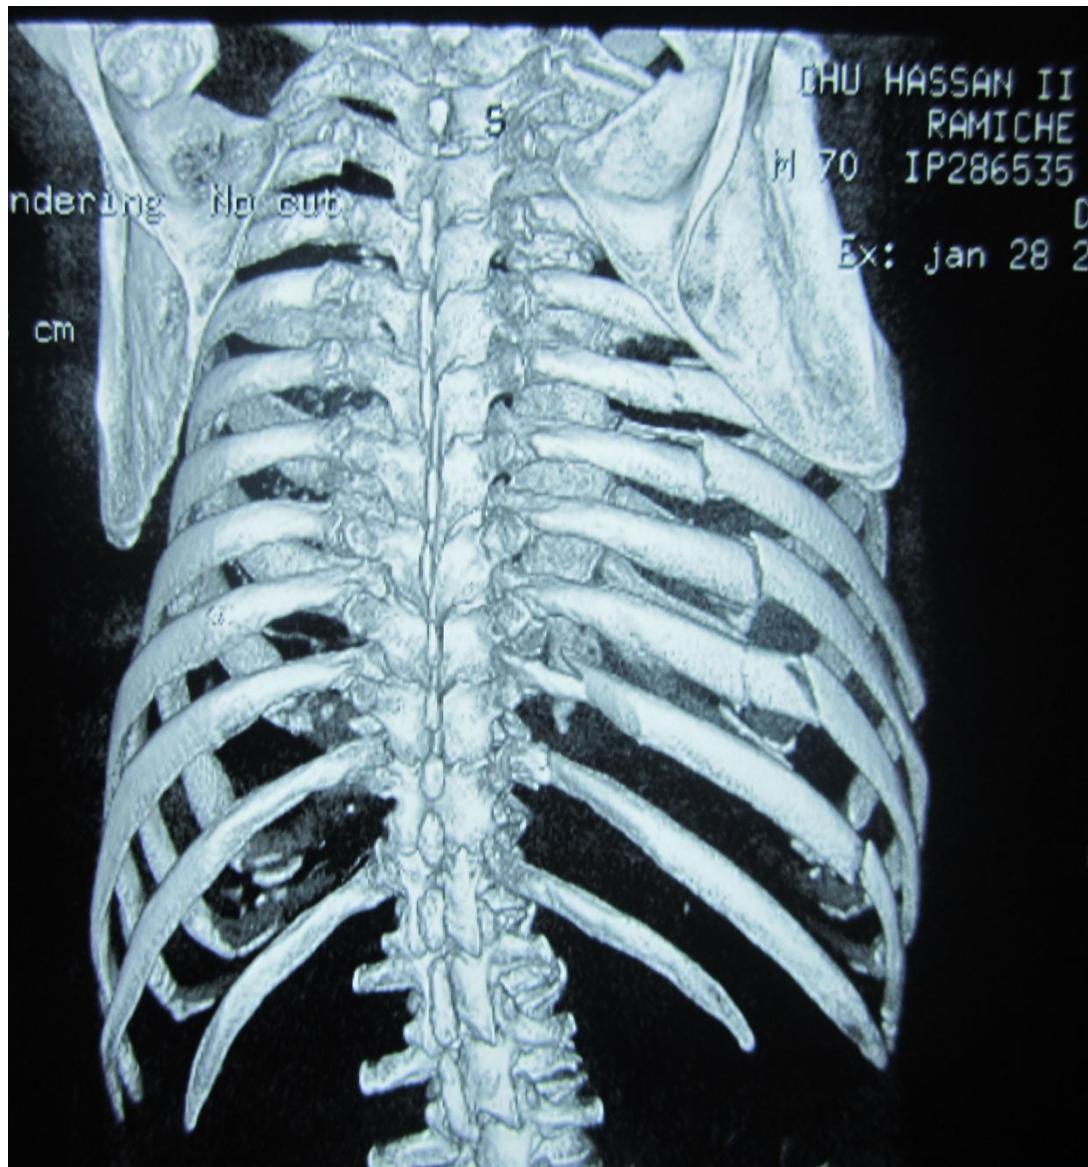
TDM thoracique avec reconstruction : volet thoracique latéral droit
